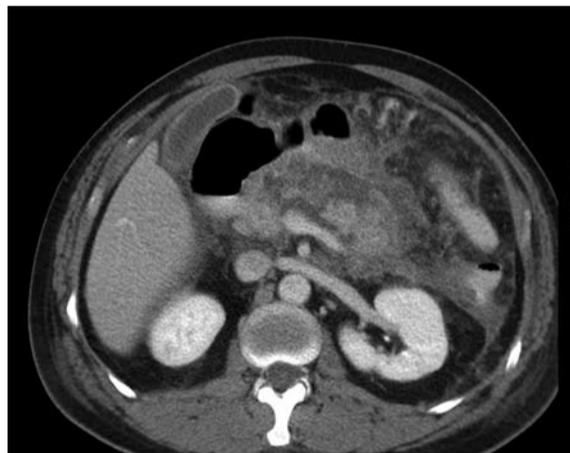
MRT eines Patienten mit schwerer Pankreatitis.
